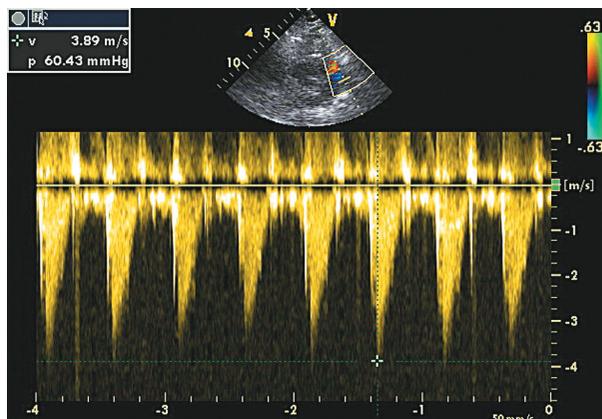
Допплер-эхокардиография. Стеноз устья легочной артерии. Скоростной турбулентный поток в легочной артерии с пиковой скоростью 3,9 м/с, пиковым градиентом давления 60,4 мм рт.ст.
